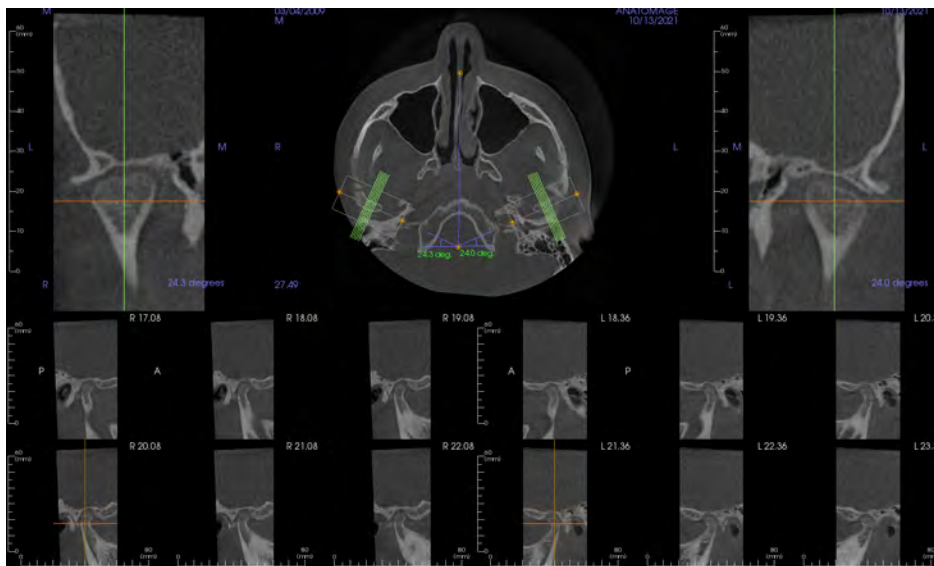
КТ височно-нижнечелюстного сустава пациента с дистальной окклюзией до лечения [Fig. 2. CT of the temporomandibular joint of a patient with distal occlusion before treatment]
